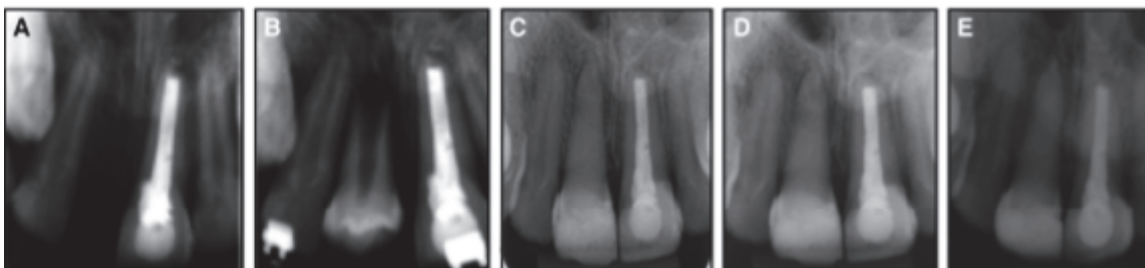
Radiographie retro-alvéolaire de la période pré traitement à 9 ans post opératoire. A : radiographie initiale ; B : directement après la chirurgie d'autotransplantation ; C : contrôle à 1 an post-opératoire, début du traitement orthodontique. On constate une oblitération canalaire ; D : contrôle à 5 ans post-opératoire, fin du traitement orthodontique ; E : contrôle à 9 ans post opératoire témoignant de la conservation du volume osseux malgré une oblitération canalaire sur du long terme (94).
